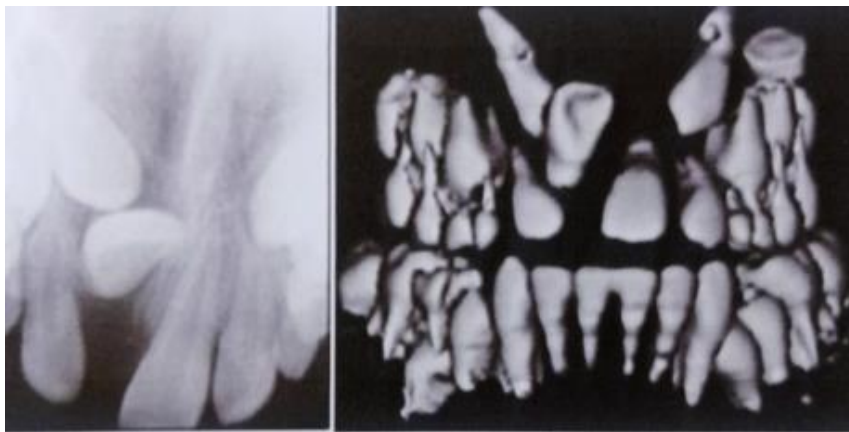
la radiographie 2D ne permet pas de diagnostiquer une résorption radiculaire de l'incisive centrale incluse chez un enfant de 9 ans. L'image 3D permet de visualiser cette résorption (d'après Chenet al ).(214)
